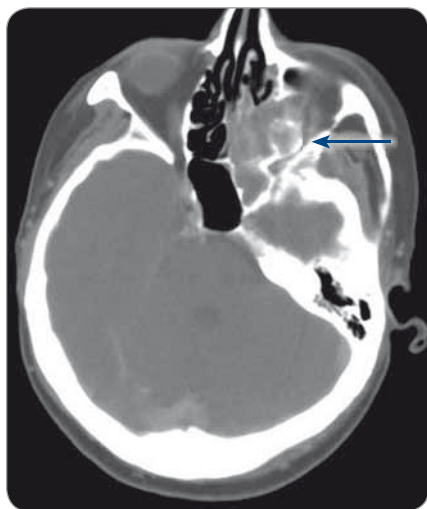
CT prior to surgery with a metastasis in orbit.
